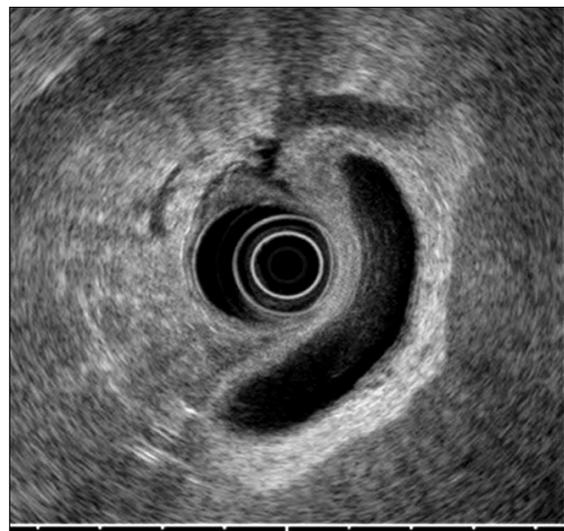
Endosonographic findings. Gallbladder showed diffuse hyperechoic wall thickening confined to the outer layer. The layers of the gallbladder wall were intact.
